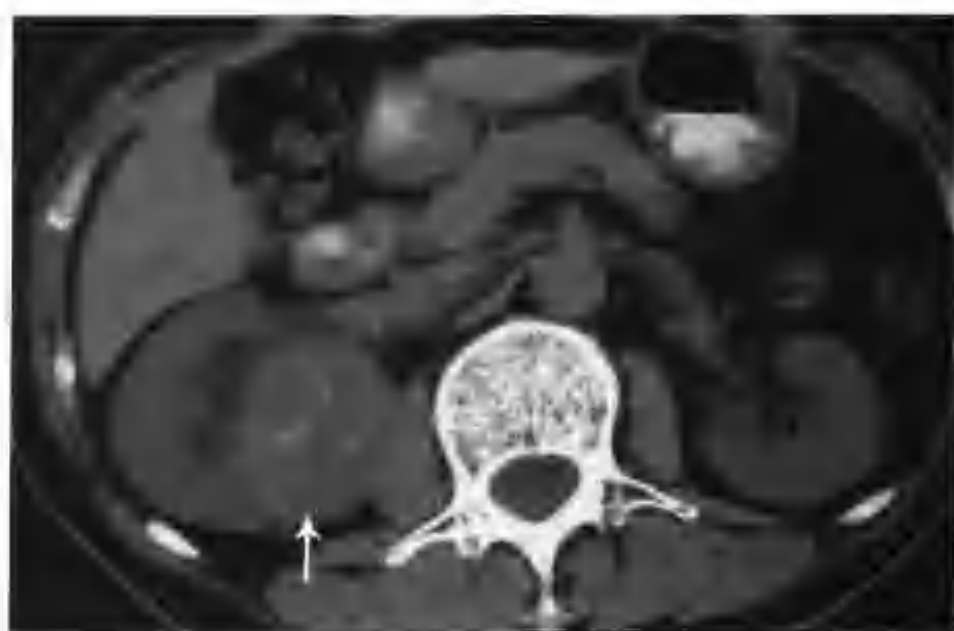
与图 3-3-10 为同一病例, CT 平扫不同层面示肿物内散在点状钙化影 (箭头示肿瘤)
